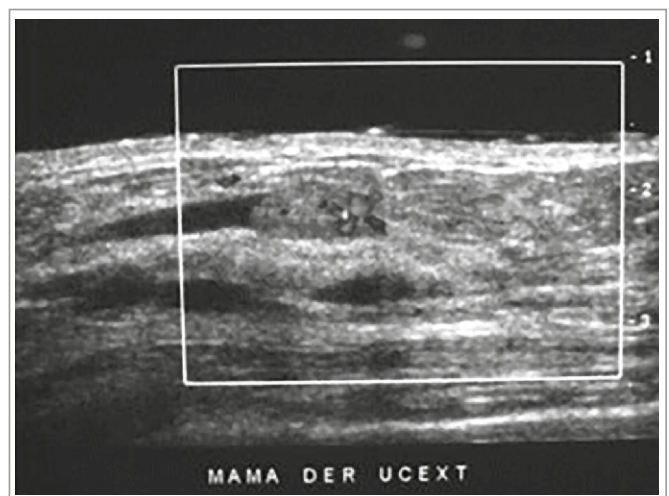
Papiloma Intraductal en ecografía
